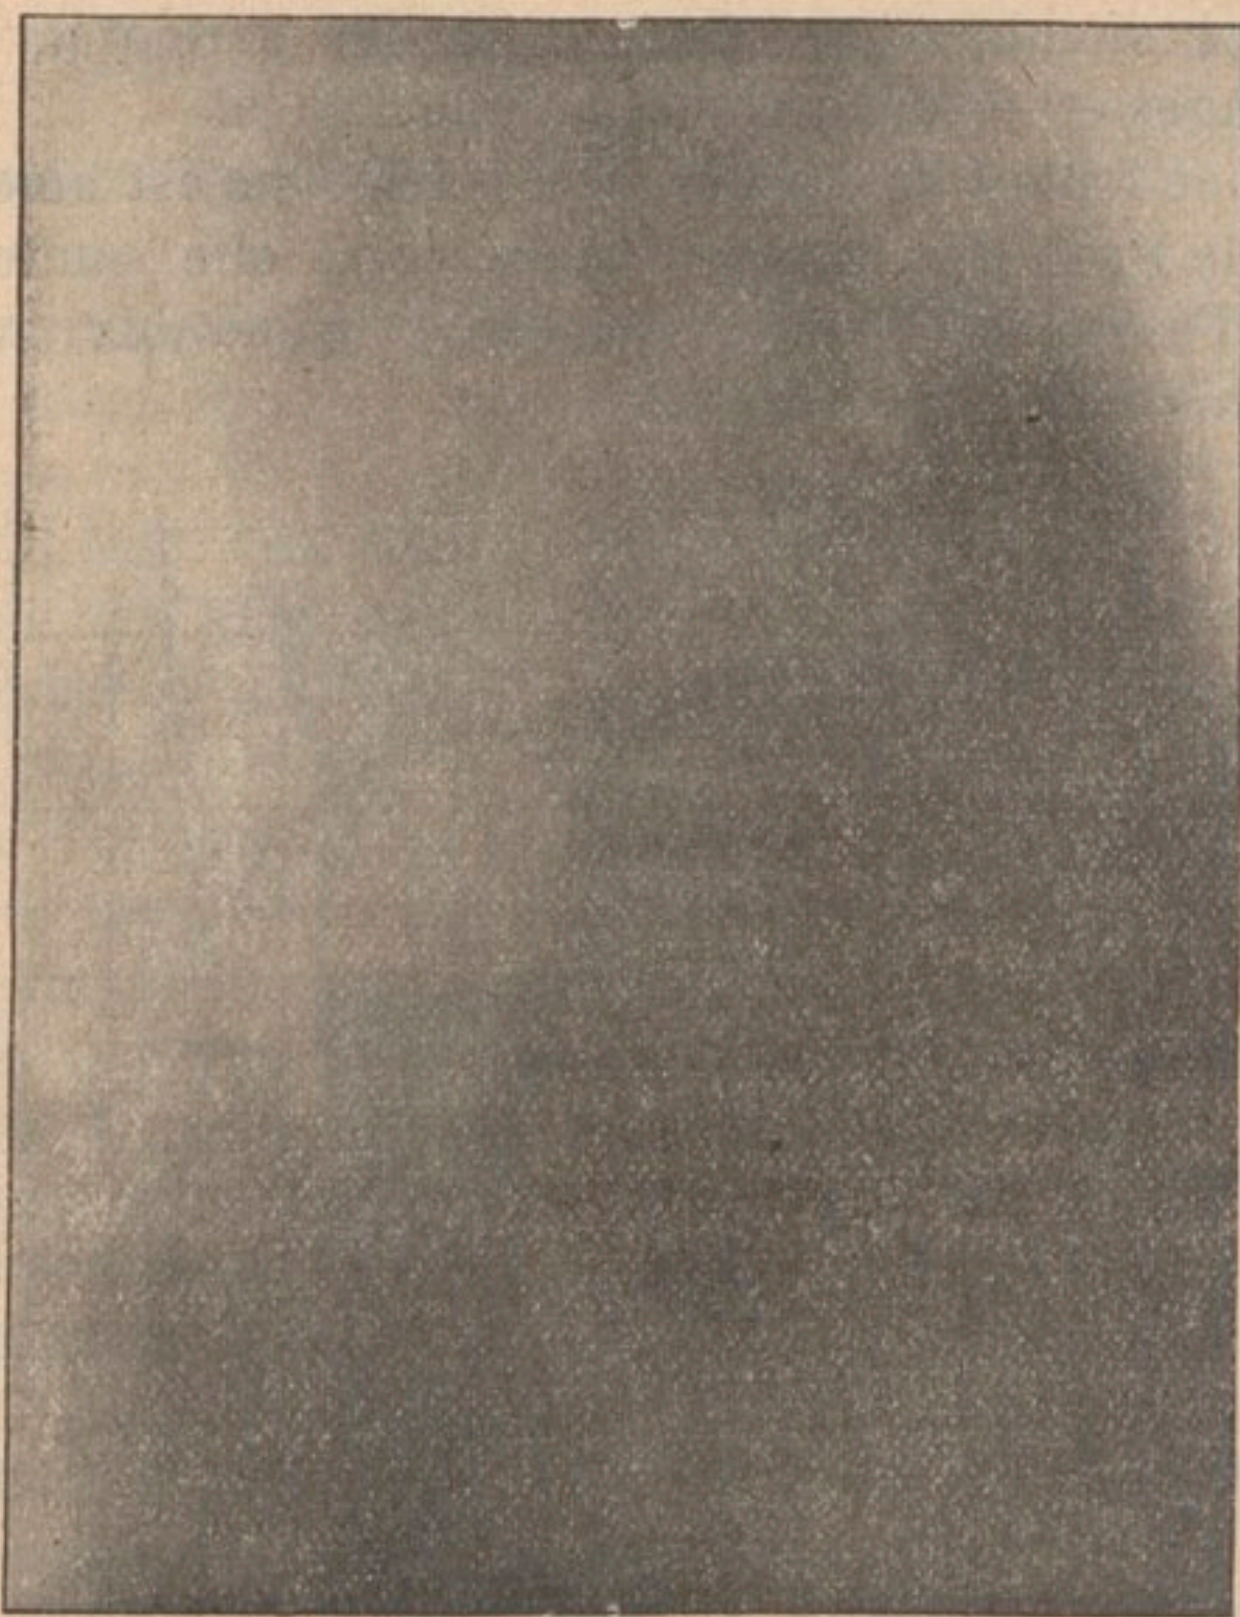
Le même estomac radiographié au même moment.
